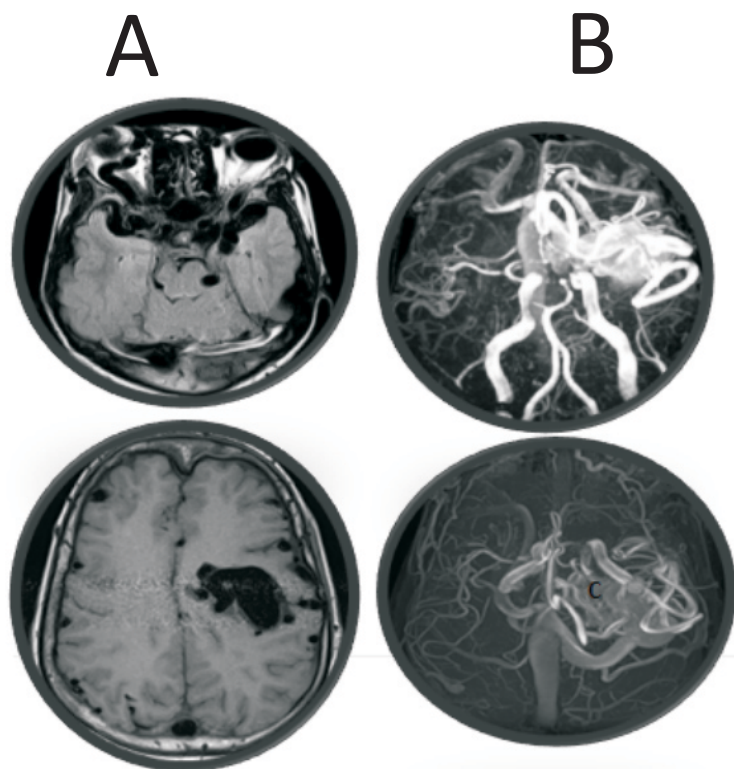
Angio-IRM cérébrale, A/ Dilatation des vaisseaux orbitaires, B/ Angio-architecture cérébrale complexe, C/ Anévrisme cérébral (carotide).
